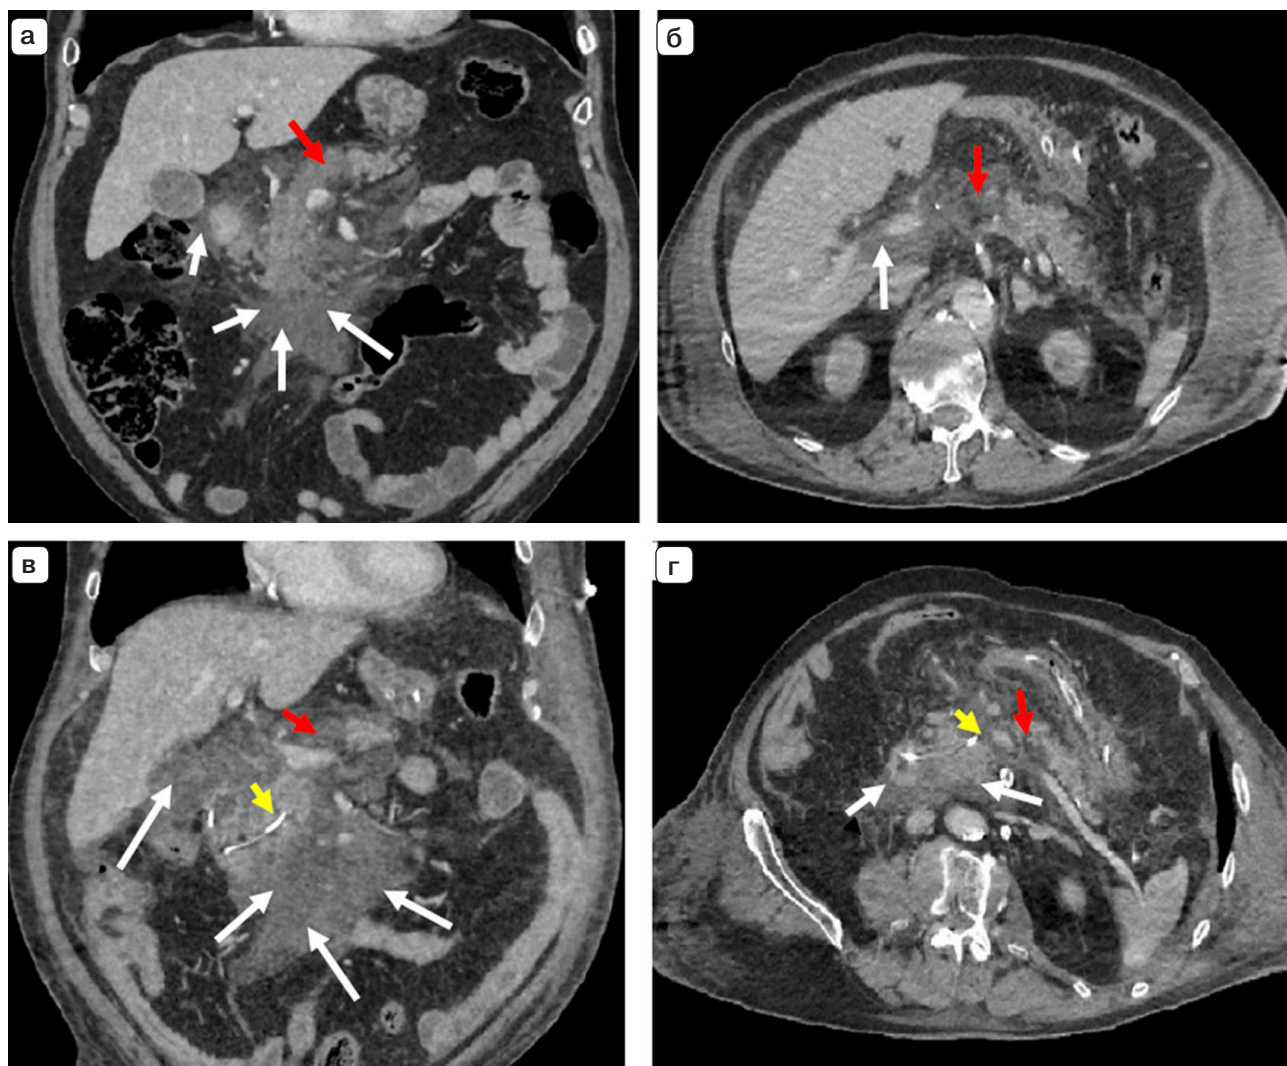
Компьютерные томограммы. Глубокий некроз шейки и тела ПЖ: а – до стентирования, фронтальная проекция; б – до стентирования, аксиальная проекция; в – после стентирования ППЖ, фронтальная проекция, прогрессирование парапанкреатита; г – после стентирования, аксиальная проекция, прогрессирование парапанкреатита. Зона некроза шейки и тела указана красной стрелкой, парапанкреатит – белыми стрелками, дистальный сегмент стента, расположенный в зоне некроза паренхимы, указан желтой стрелкой.
